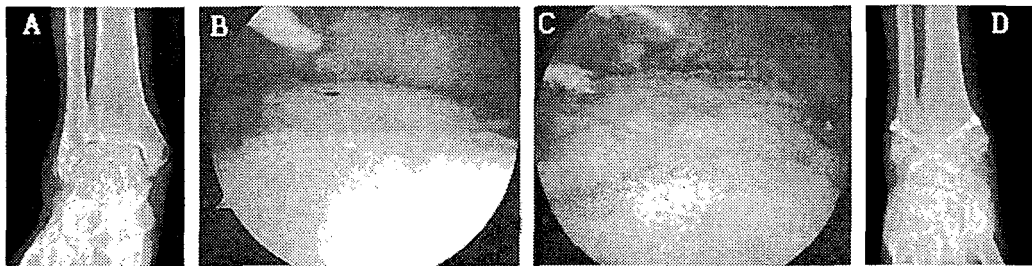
관절경을 이용한 족관절 유합술 (A) 수술 전 단순방사선 사진 (B) 수술전 관절경 소견 (C) 변연절제술 후 관절경 소견 (D) 수술 후 단순방사선 사진
